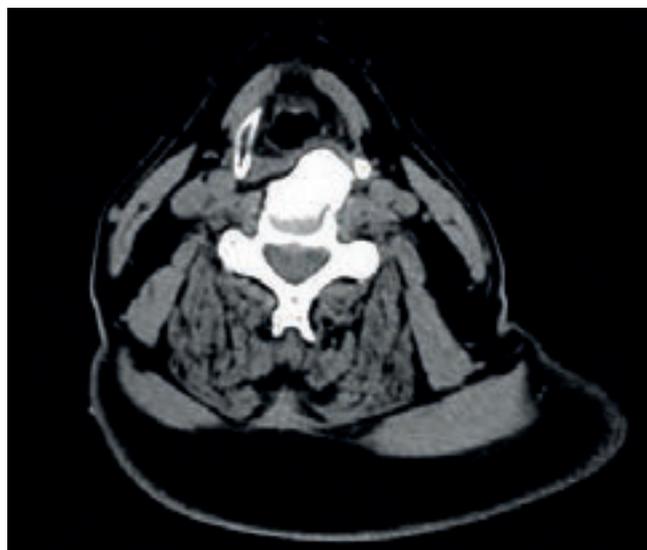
TC cervical (corte axial).
